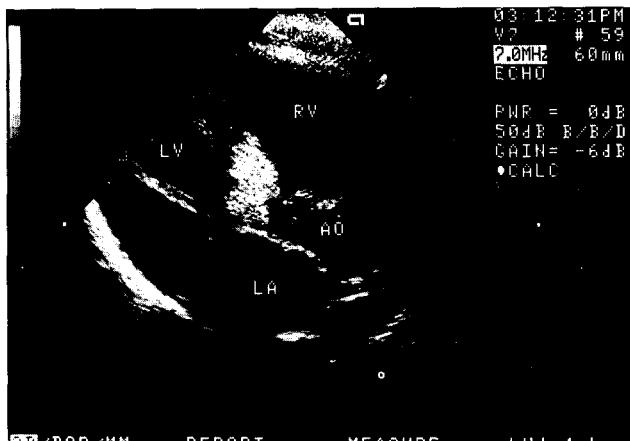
Two-dimentional echocardiogram showing a long-axis cross section of the left heart, a tumor mass arising from ventricular septum and projecting into the left ventricular outflow.
